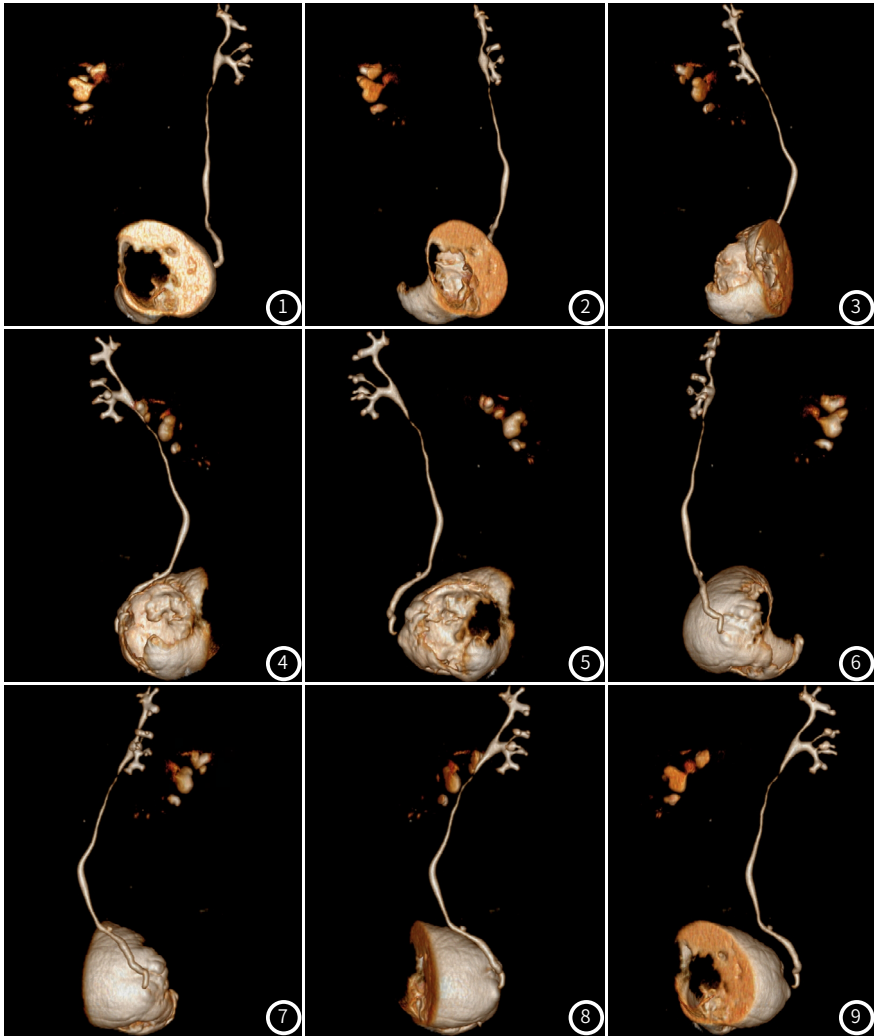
图9 一膀胱癌患者MSCTU影像图示。图示可见膀胱充盈尚可，腔内见较大软组织团块影，范围约86mm×61mm，CT值约8-30HU，边缘可见钙化，增强后实性部分明显强化，病灶累及右侧输尿管开口处，管壁增厚并强化，其上输尿管及右肾盂扩张。双肾包膜光整，大小正常，密度均匀，左侧肾盂未见明显扩张、积液及异常密度影，左侧输尿管亦未见明显扩张及阳性结石征象。膀胱形态结构未见明显异常，膀胱内无异常。诊断考虑为膀胱占位恶性肿瘤，累及右侧输尿管开口处，继发右侧输尿管及右肾积水扩张。
